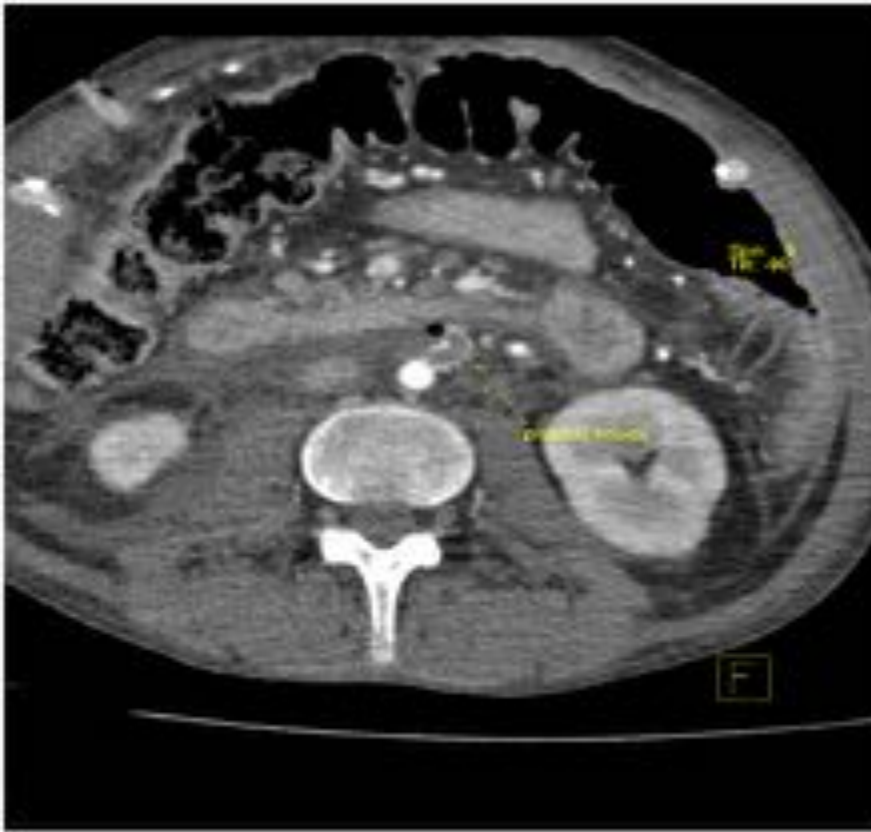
Varón de con antecedentes de enfermedad de Budd-Chiari, trasplantado hepático y retrasplantado con colocación de prótesis arterial de goretex para suministro arterial del injerto por trombosis de la arteria. En la imagen de TC en fase arterial se observa trombosis total de dicha prótesis.
